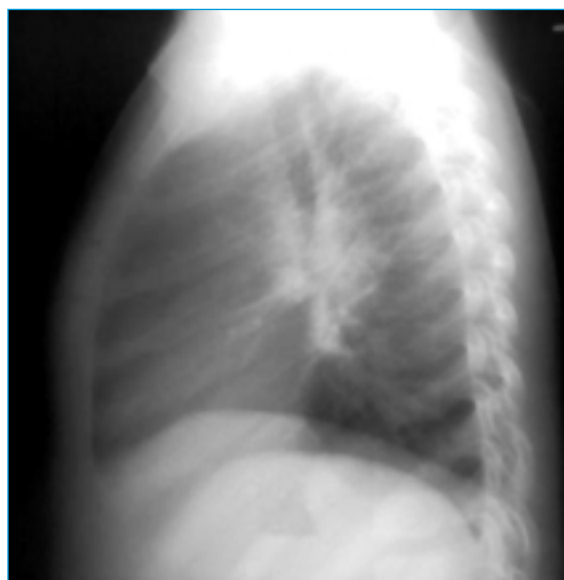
Adenopatie hilară bilaterală (radiografie de față și profil stâng)
